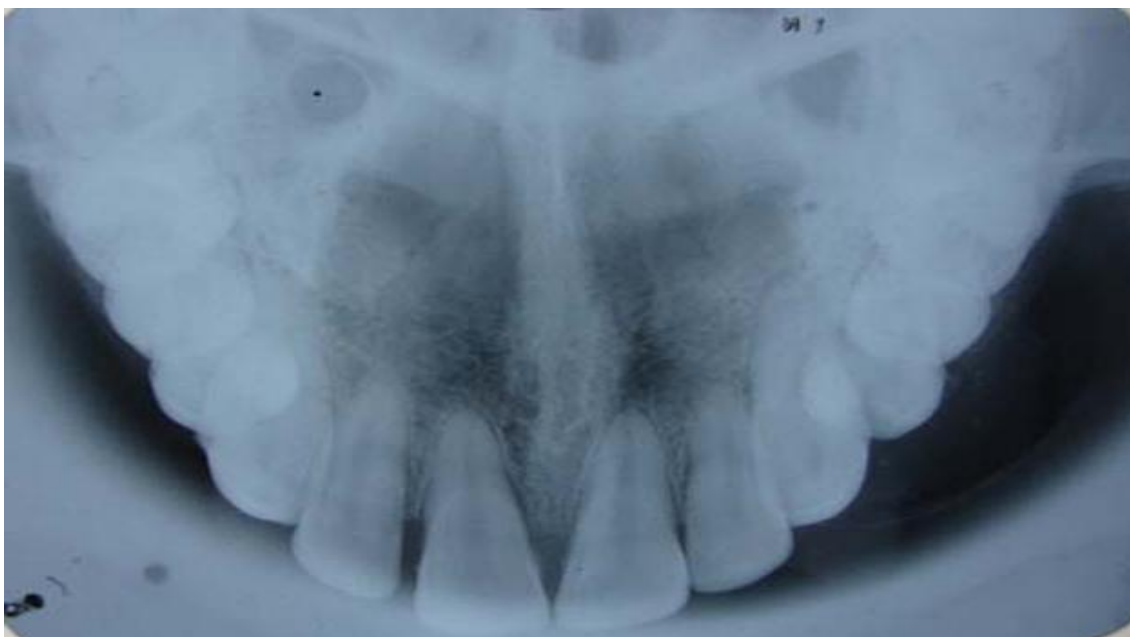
Radiografia panorâmica do visto oclusal que demonstra uma expansão de placa cortical vestibular, com múltiplos focos de calcificação
